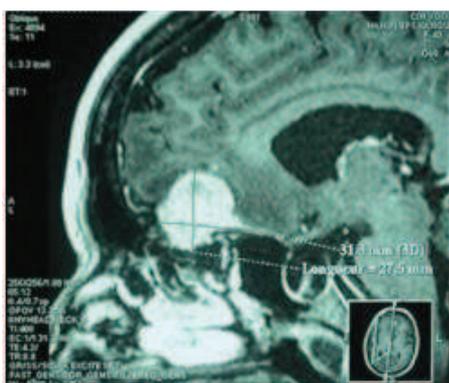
deuxième cas : IRM en coupes sagittale et axiale montrant le méningiome olfactif avec extension vers l'éthmoïde postérieur.
